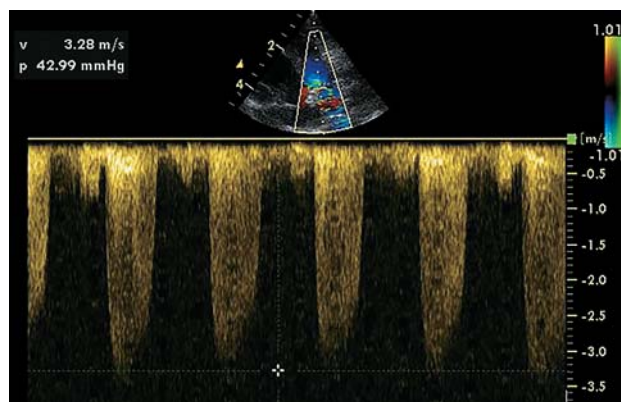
Эхокардиография мальчик Б. (5 мес). Систолический градиент давления в проксимальной части левой ветви легочной артерии – 43–53 мм рт. ст.
